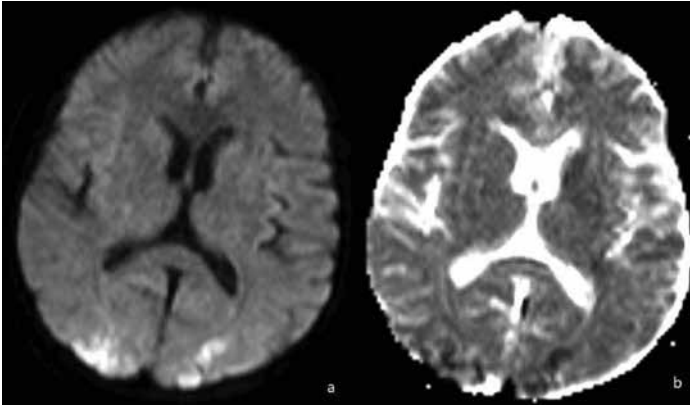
Manyetik rezonans görüntüleme aksiyel difüzyon ağırlıklı b1000 görüntüde bilateral oksipitalde sinyal artışı görülmektedir (oklar).
